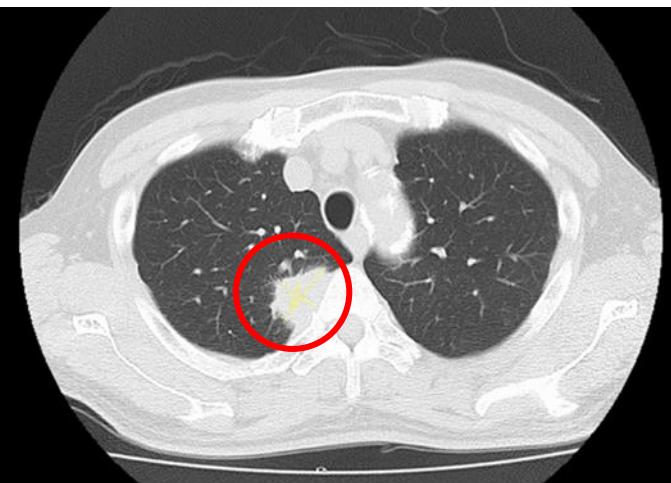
2017 年 8 月 14 日胸部 CT 検査
